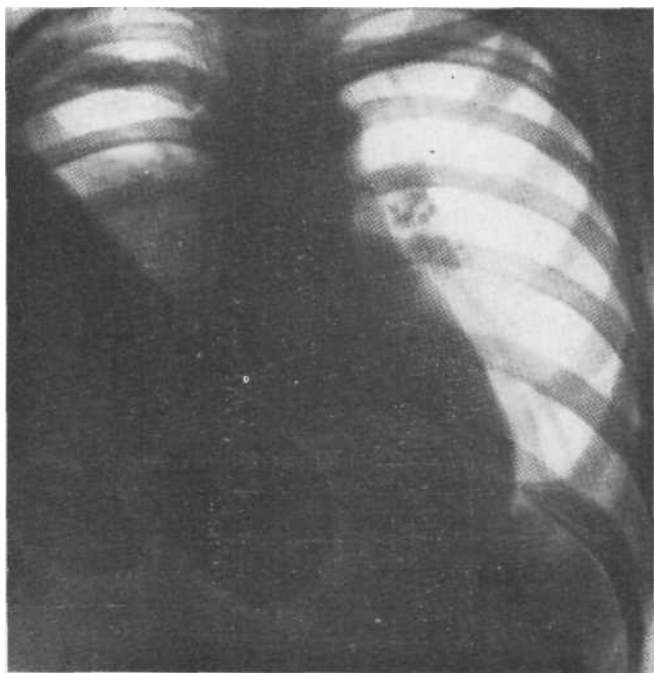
Обзорная рентгенограмма. Экссудативный плеврит. Видна косая верхняя граница выпота. Затекание его в межреберную щель обуславливает понижение прозрачности срединной тени над выпотом. Пункция.
